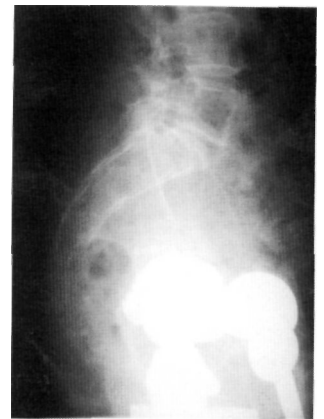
Radiografía lateral de la enferma previa al traumatismo. Se aprecia integridad de la charnela lumbosacra.
